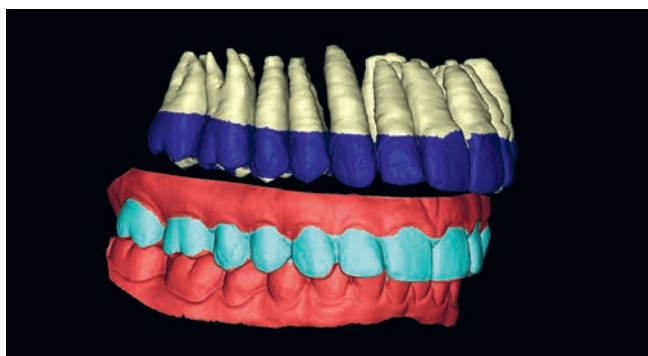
Сопоставление зубных рядов в окклюзии при помощи выделенных областей на сегментированной модели зубных рядов из КТ-исследования
